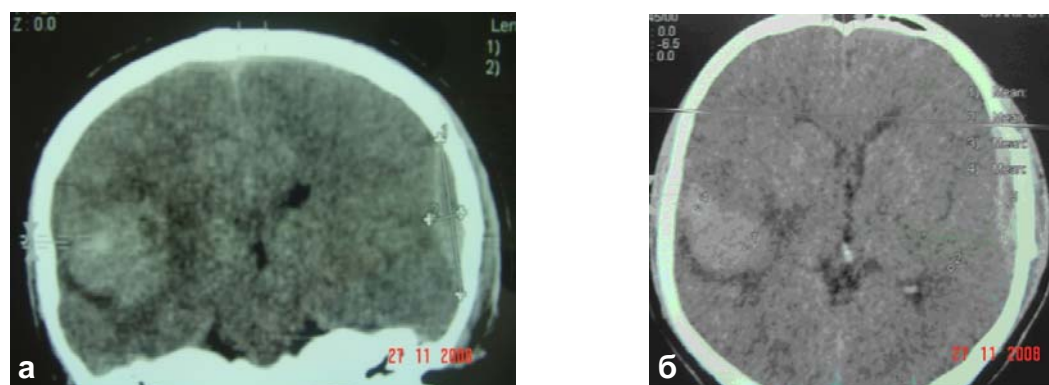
КТ контроль больного И., 40 лет (14 сутки после травмы): а) фронтальный срез; б) аксиальный срез. Отмечается значительное уменьшение размеров гематомы, перифокального отека, снижение плотности гематомы.
